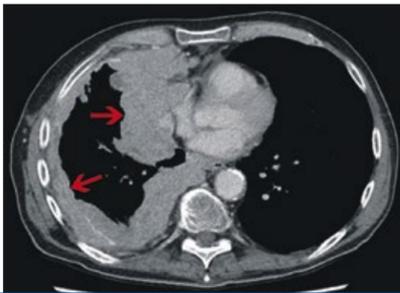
39-jähriger Patient, im Rahmen der Nachsorge neue mediastinale Raumforderungen, in der Computertomographie (Abb. 2a+b) Sicherung von Lymphknotenmetastasen eines Seminoms (Pfeile).
